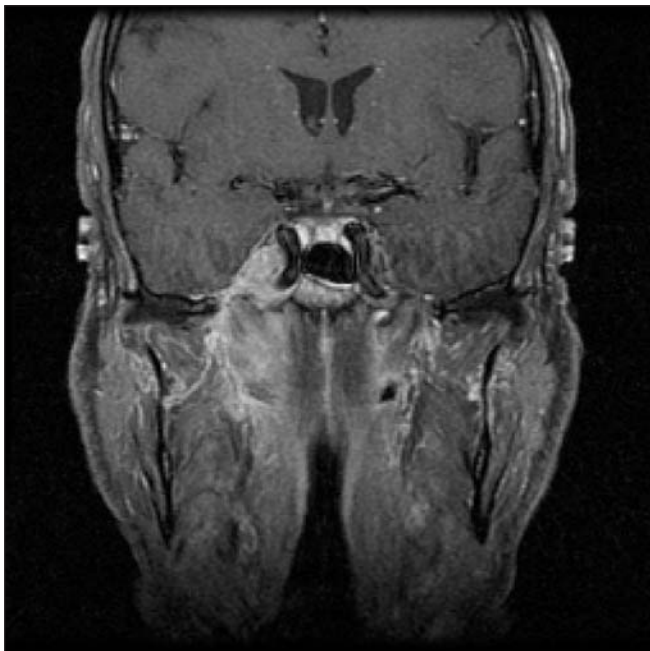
Resonancia magnética con contraste en plano coronal que sirve como ejemplo de que es superior para demostrar extensión perineural. En este caso era un carcinoma adenoide quístico que seguía a través del foramen ovale y ocupaba el cavum de Meckel.
